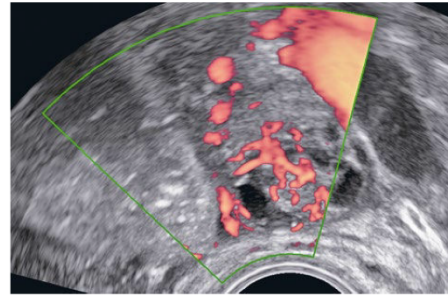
Transvaginal color Doppler image of a pure struma ovarii – centrally located vessels are visible within solid areas, was classified as malignant on preoperative ultrasound examination.
